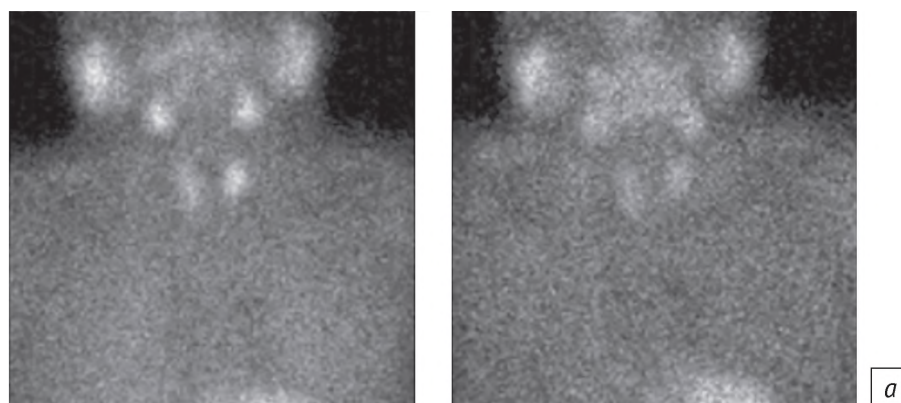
Результаты скintiграфии (а) и гибридной однофотонной эмиссионной компьютерной томографии (ОЭКТ/КТ) (б) паращитовидной железы пациентки В., 75 лет. По данным планарного исследования – Grade 1. По данным ОЭКТ/КТ – очаг накопления радиофармпрепарата по задней поверхности левой доли щитовидной железы на уровне средней ее трети (признаки гиперплазии/аденомы левой верхней паращитовидной железы)
